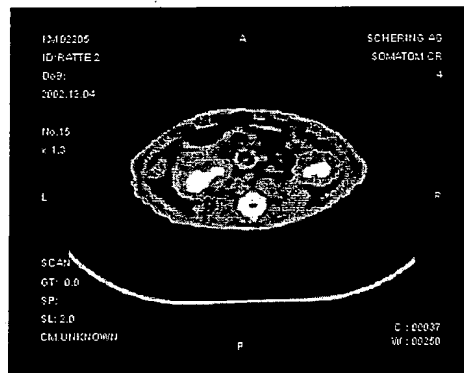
CT Aufnahme einer Ratte 15 min. nach i.v. Injektion von IB
